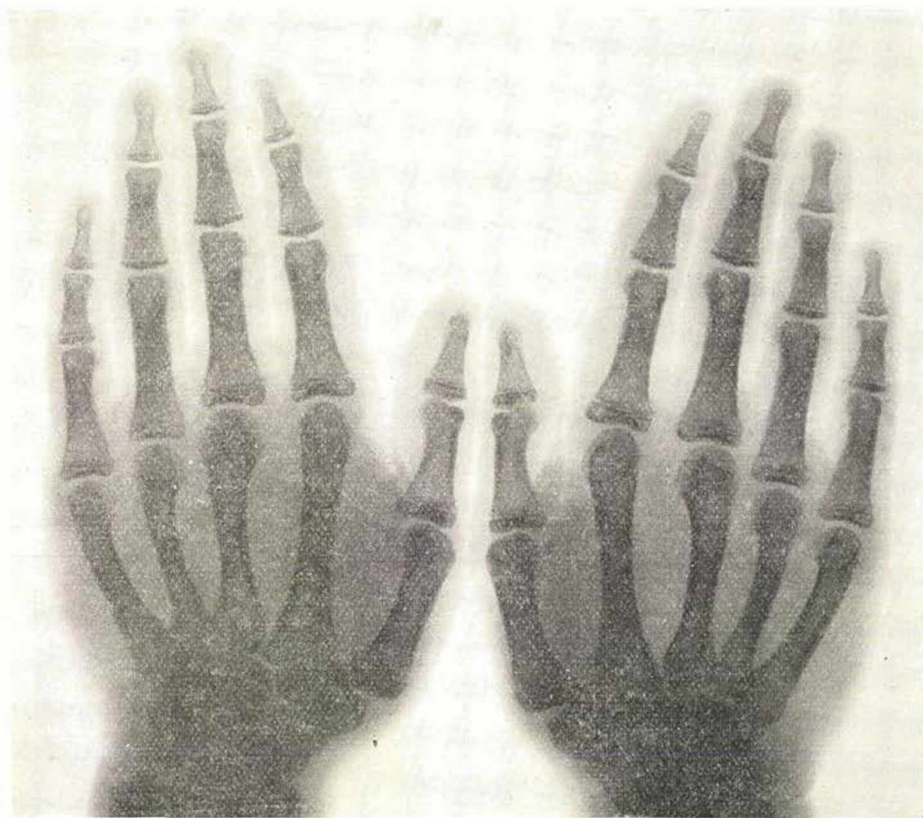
Röntgenbild der Hände des Probanden
